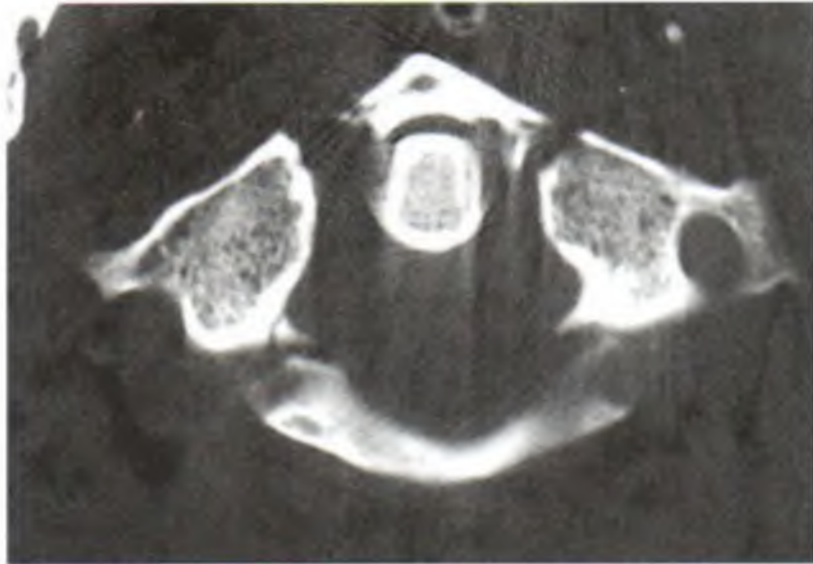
TDM, coupe transversale de l'atlas : fracture de Jefferson (fracture bifocale des arcs antérieur et postérieur)
